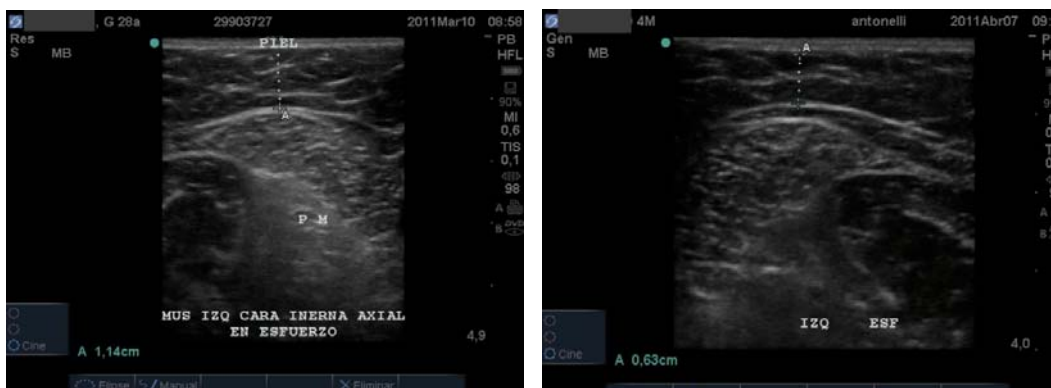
(Izquierda): Ecografía Axial en contracción pre-tratamiento. / Fig.3 (Derecha): Ecografía axial en contracción a la quinta semana.
